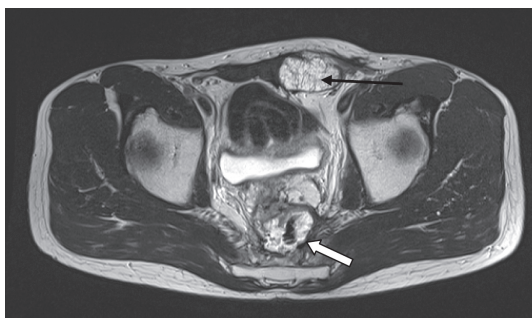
1А. МРТ малого таза, T2-взвешенное изображение
